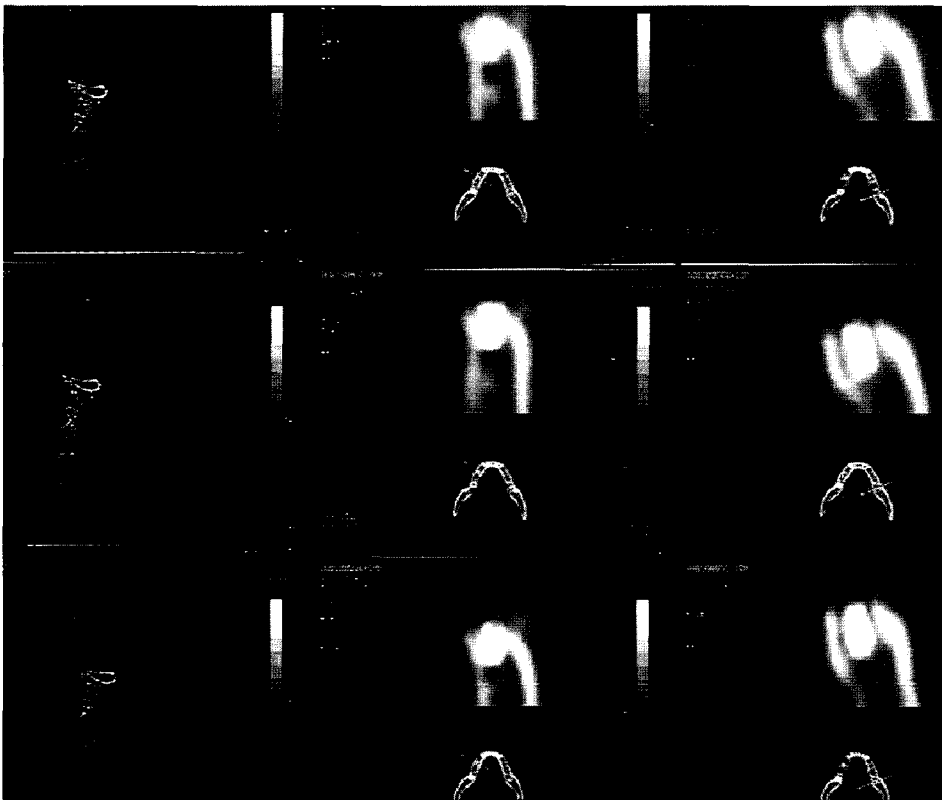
Reformatted computed tomograph.
